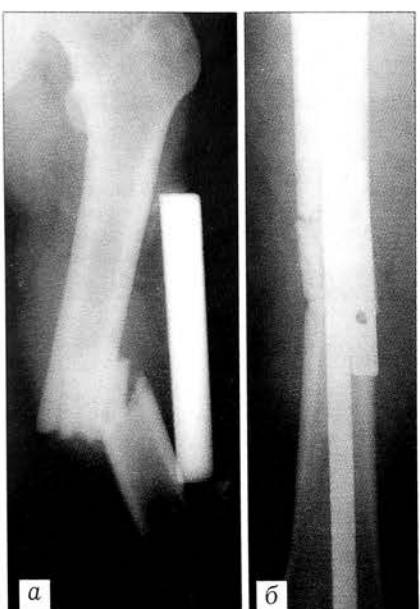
Рентгенограммы больного А. Оскольчатый перелом бедра типа В.
